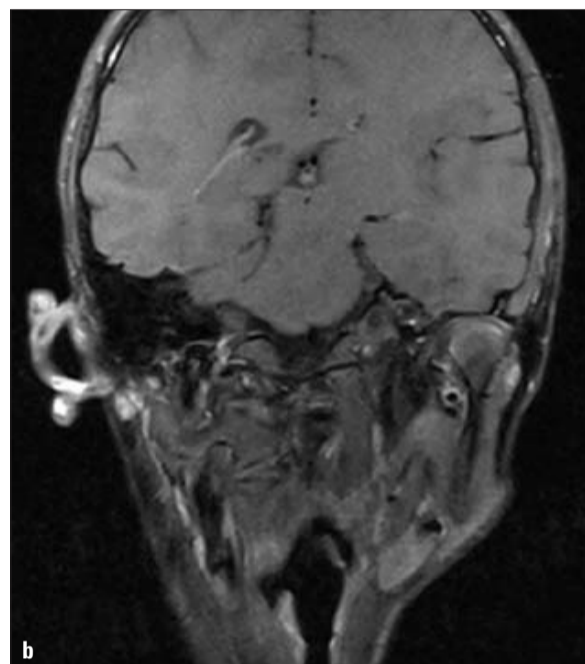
MRT vor Behandlungsbeginn, Schließbiss, horizontal rechts.
